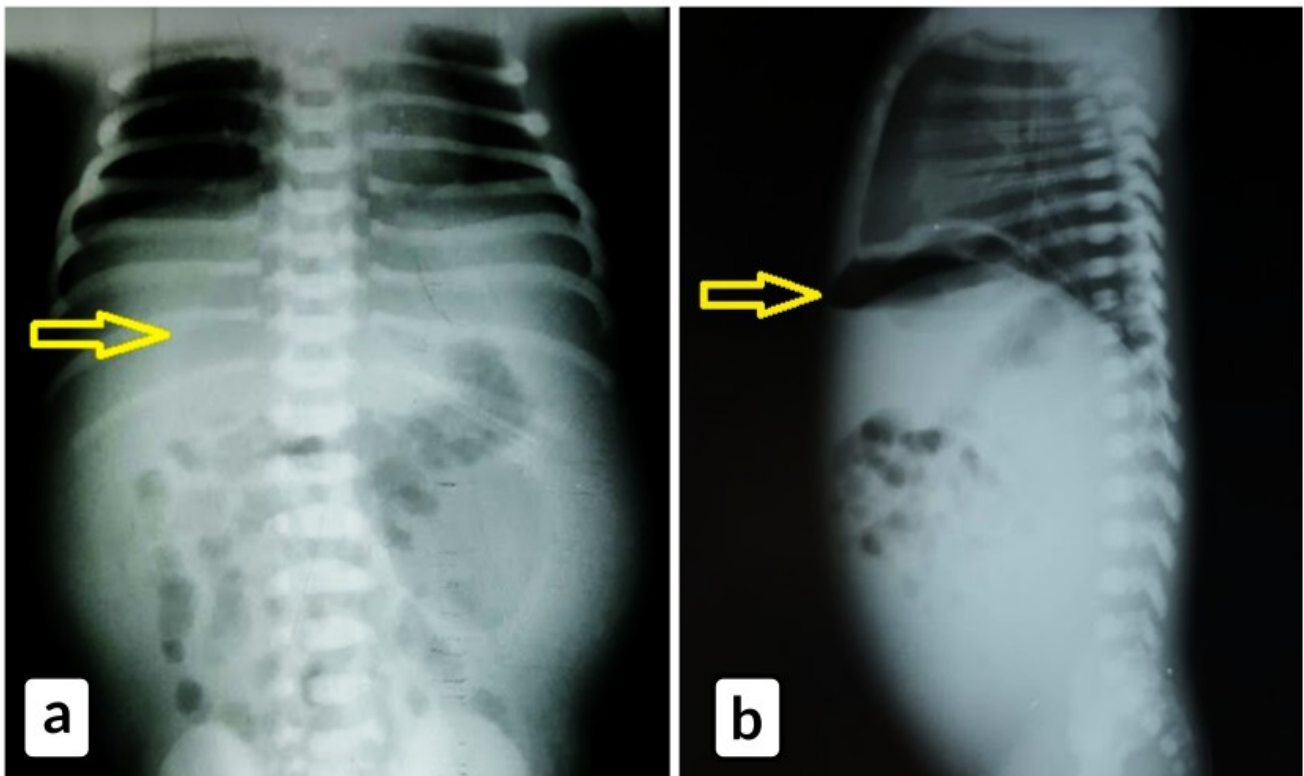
1a- Radiografía de Abdomen Simple: se observa imagen radiolúcida compatible con neumoperitoneo "signo de la pelota de Rugby", ver flecha. 1b - Radiografía Lateral de Abdomen Colgado: se observa gas libre subdiafragmático y ausencia de gas distal.
